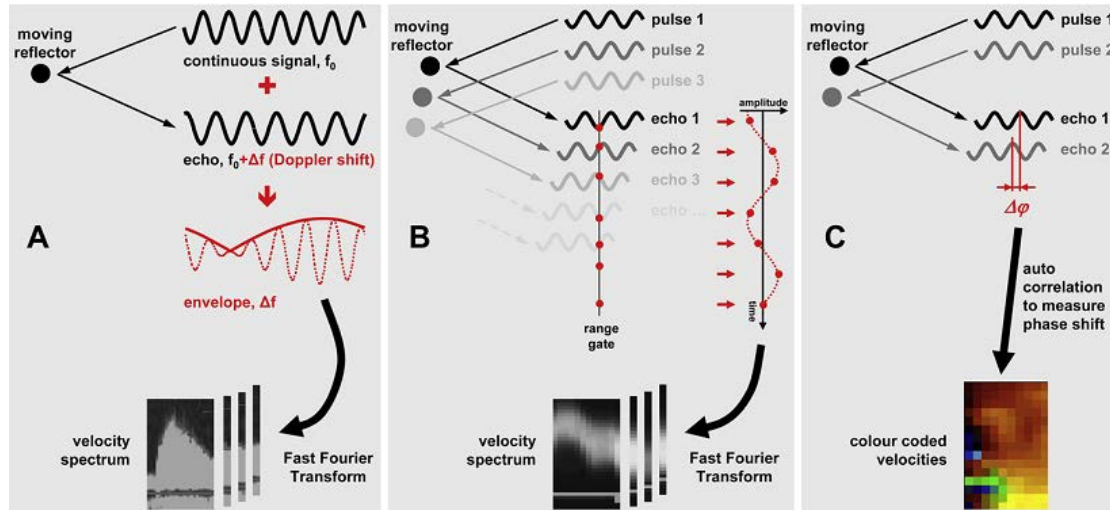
(A) 连续波多普勒中，频率为 f_0 的超声连续发射出，遇到一个运动物体后返回的超声频率为 $f_0 + \Delta f$ 。发送和接收的信号混合后的波其频率等于多普勒频移。相比之下，脉冲多普勒和彩色多普勒分析的是两个连续的脉冲之间的相位移动，而忽略了超声的频移。(B) 脉冲多普勒中，相位移动的分析是通过接收超声发出后来自同一点的所有回声信号（门控范围）。取样的强度和ación形成了信号，再用快速傅里叶转换技术将此信号转换为速度频谱。脉冲多普勒在发射声波后的同一时间点分析取样区内所有回声的相位移动，并用快速傅里叶公式转化为速度频谱。(C) 彩色多普勒中，连续脉冲之间的相位移动是用自动相关分析测量，测量的速度结果显示为彩色编码的叠加信号。本图经 Voigt 允许予以适当修正¹⁷⁹。
